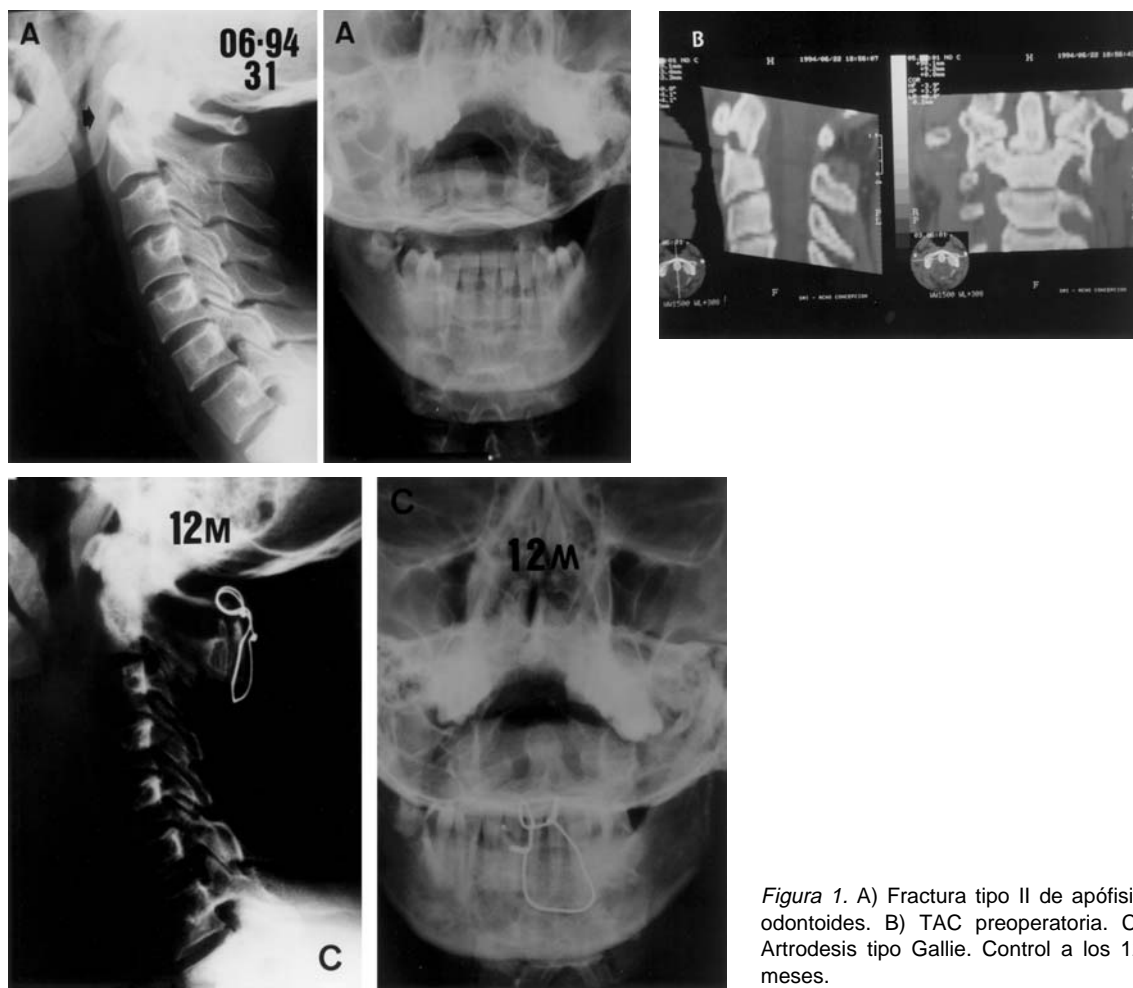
A) Fractura tipo II de apófisis odontoides. B) TAC preoperatoria. C) Artrodesis tipo Gallie. Control a los 12 meses.
